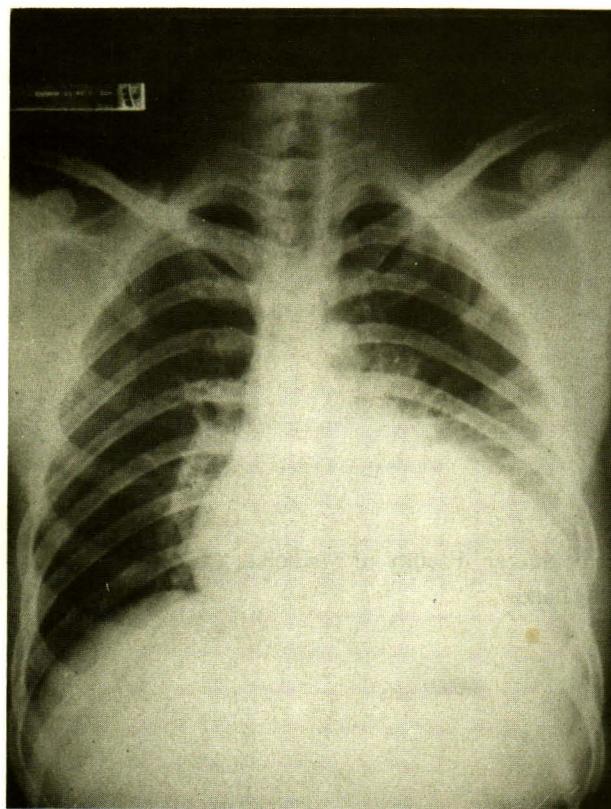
Chest x-ray on the first admission day.
